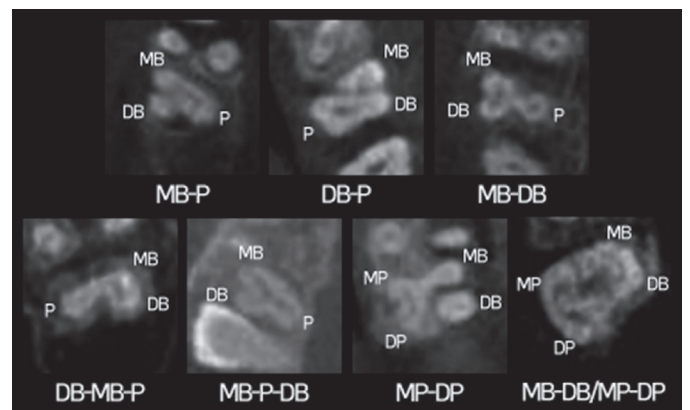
Representative CBCT image of a C-shaped canal in the maxillary molars (axial section).
